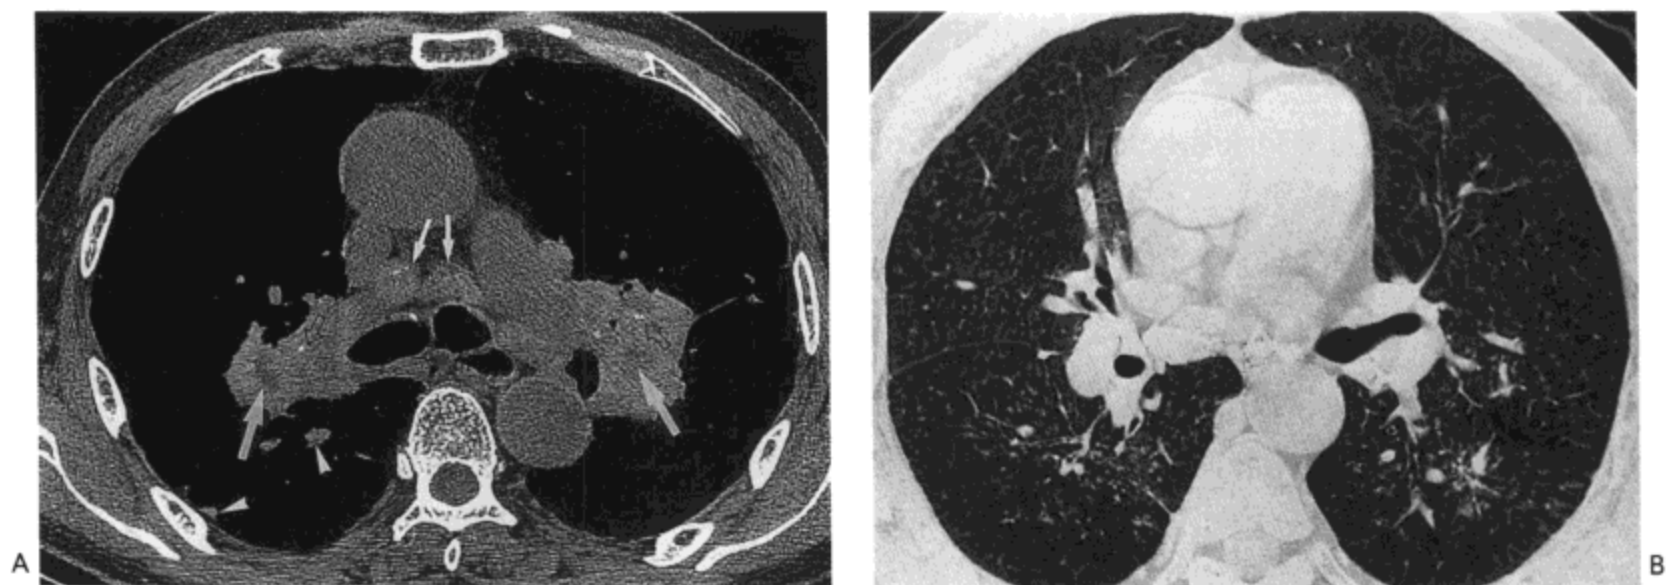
煤工尘肺。A：主支气管水平高分辨率CT影像（软组织窗，1.0mm层厚）示双侧肺门周围软组织肿块。有小局灶性气体低密度（箭号）影，符合坏死。肿块内钙化灶（空箭号）明显。同时可见肺内结节（箭头）与肿大的纵隔淋巴结（小箭号）。B：中间支气管水平CT影像（肺窗）示肺后半小结节数量最多。病人为一56岁男性。
